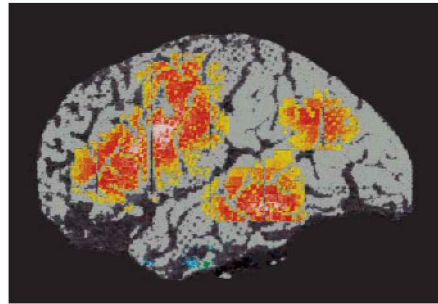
Regiões específicas do córtex envolvidas no reconhecimento de uma palavra falada ou escrita podem ser identificadas por tomografia por emissão de pósitrons (PET). Cada uma das quatro imagens do encéfalo humano apresentadas aqui (mostrando o lado esquerdo do cérebro) representa, na verdade, a atividade encefálica média para diversos indivíduos normais. Nessas imagens de PET, branco indica áreas de maior atividade, vermelho e amarelo indicam áreas de atividade bastante alta, e azul e cinza indicam áreas de atividade mínima. O componente de linguagem que funciona como “sinal de entrada” (ler ou ouvir uma palavra) ativa as regiões do encéfalo mostradas em A e B. O componente da linguagem que funciona como “sinal de saída” (fala ou pensamento) ativa as regiões mostradas em C e D. (Reproduzida, com permissão, de Cathy Price.)
